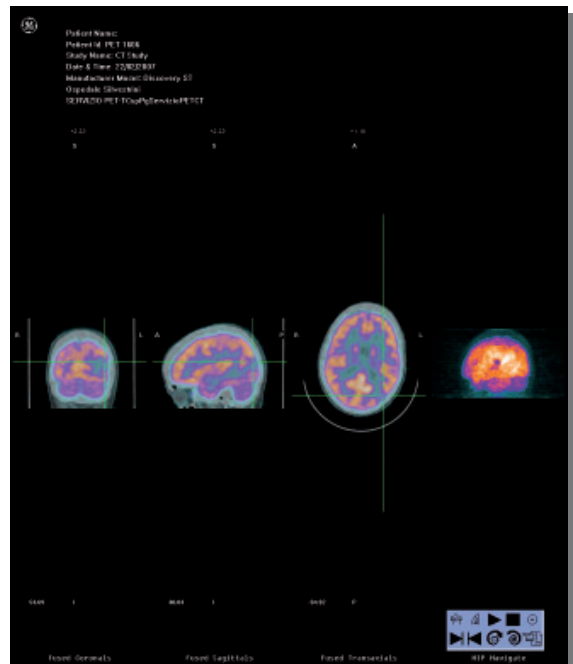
PET cerebrale con ^{18}F FDG in soggetto con glioma a basso grado. Si apprezza area di ridotta captazione del radiofarmaco (ipometabolica) a livello parietale posteriore destro come da neoplasia a basso grado.
